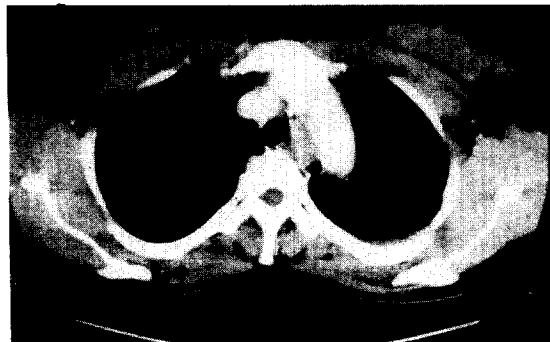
수술전 전산화 단층촬영소견 : 상 흉부식도의 전·내측을 따라 식도 대동맥절 부위의 내강을 압박하는 6cm 크기의 sausage 모양의 분엽상이고 확연한 경계를 갖는 양성 종양 음영이 관찰되었다.
